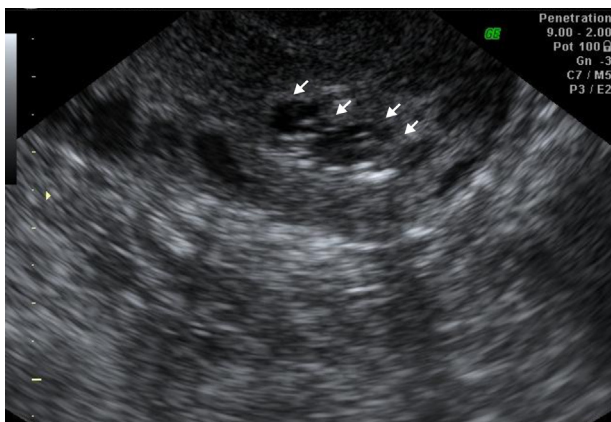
Ecografía en la que se observa la irregularidad del saco gestacional durante la resolución del caso.
